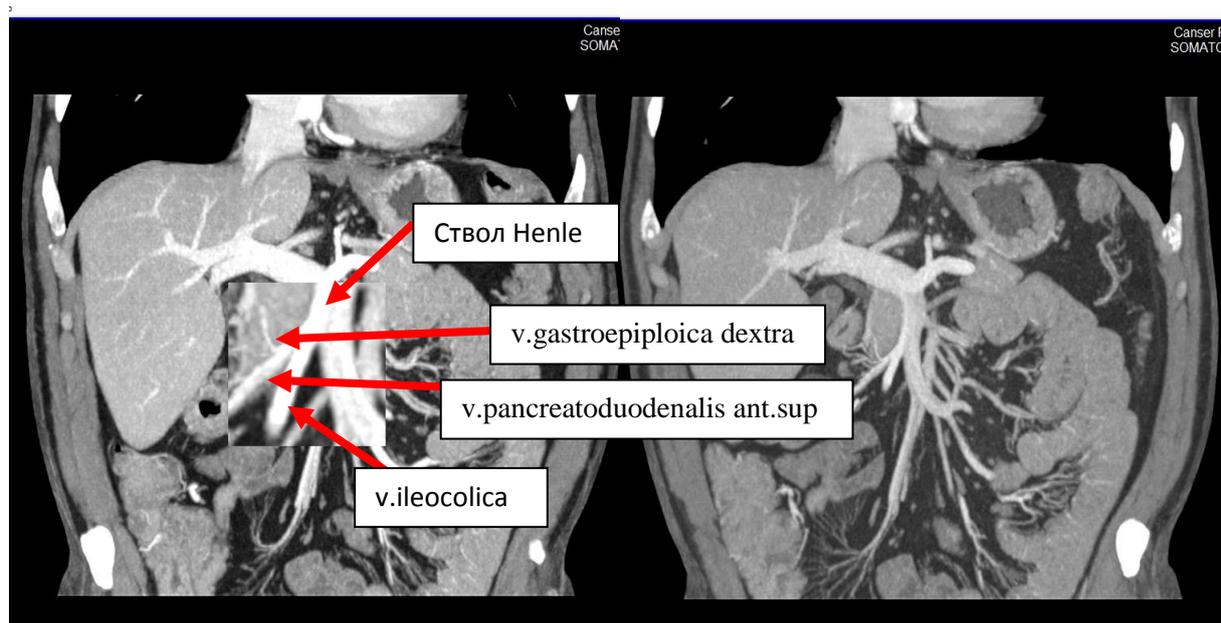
Пациент Е. по данным КТ АГ Ствол Генле протяжённостью 0,9 см сливается из трех ветвей (перечислены спереди назад): правая желудочно-сальниковая вена, передняя нижняя панкреатодуоденальная вена и самая крупная из них — подвздошно-ободочная вена.
